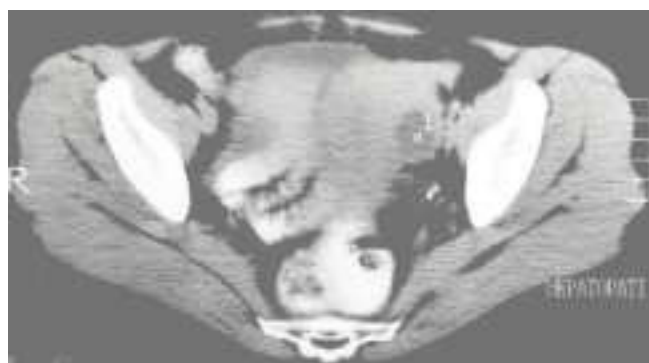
Tomografía computada abdominal a nivel pélvico, en la cual se aprecia una masa de aspecto sólido con interior líquido, de predominio izquierdo que desplaza al útero a la derecha, interpretado inicialmente como lesión ovárica o uterina maligna.
